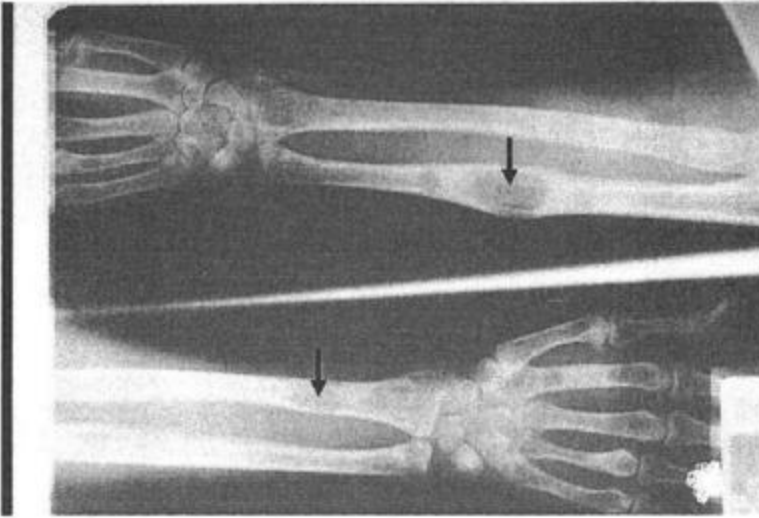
Arterlerde yaygın kalsifikasyon (2 yönlü el-bilek grafisi)
